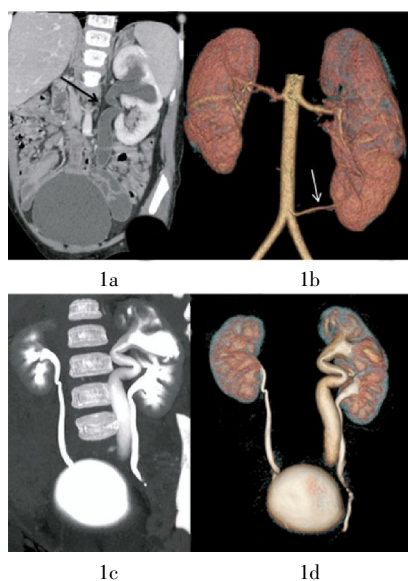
单纯肾盂输尿管重复畸形的多层螺旋 CT 尿路增强扫描图像 患儿,男性,8 岁,左侧肾盂输尿管重复畸形, B 超体检发现左肾盂及左输尿管扩张积水。图中, 1a: 皮质期多平面重组图像,仅显示出一支扩张的输尿管(黑箭头); 1b: 皮质期容积再现图像,直观显示双侧肾动脉,左肾存在副肾动脉(白箭头); 1c、1d 分别为排泄期最大强度投影、容积再现图像,立体显示泌尿系统的全貌及左侧两套肾盂和输尿管。
